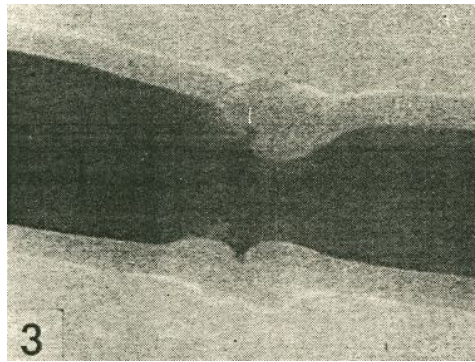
Рентгеновазограмма сонной артерии
